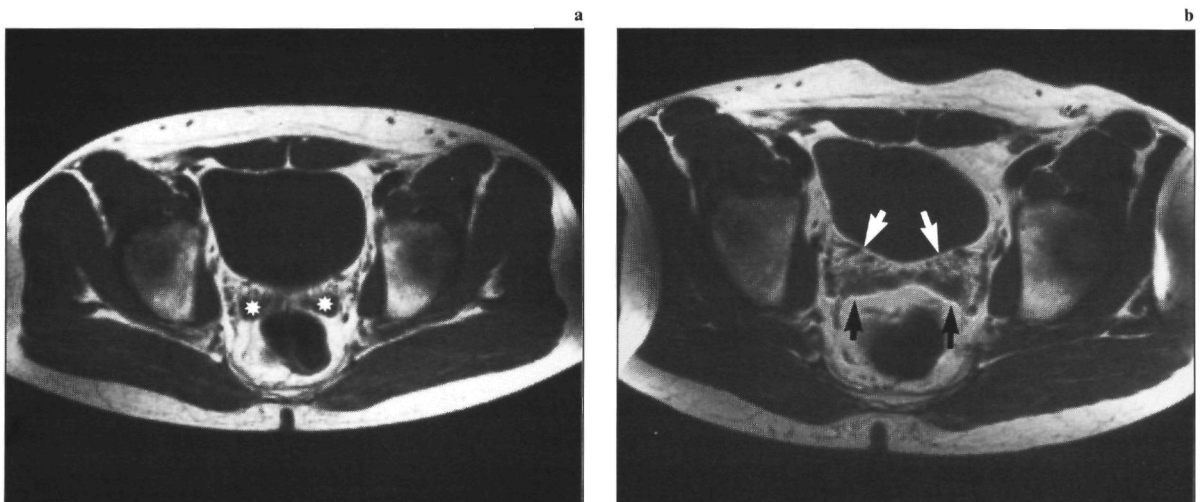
(a) De MRI-opname (0,5 T; SE/750/30/4) toont vrijwel geen fat-shift artefact; (b) Op de MRI-opname gemaakt bij 1,5 T met identieke parameters treedt een storend fat-shift artefact in voor-achterwaartse richting op (zie pijlen). De vesiculae seminales (*) hebben een symmetrische intermediaire signaalintensiteit.
